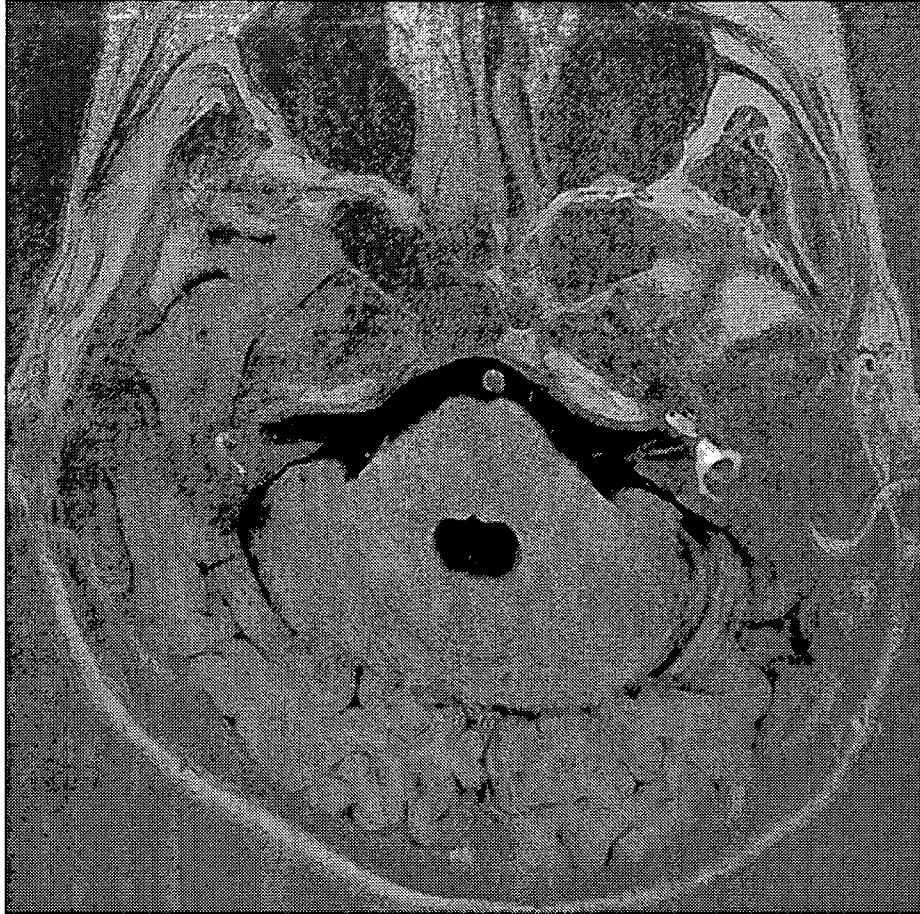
症例2の MRI. 左内耳に蝸牛主体の内リンパ水腫が認められる。右耳は、スライスの関係で、この MRI ではあまり写っていないが、内リンパ水腫は前庭に強かった。
